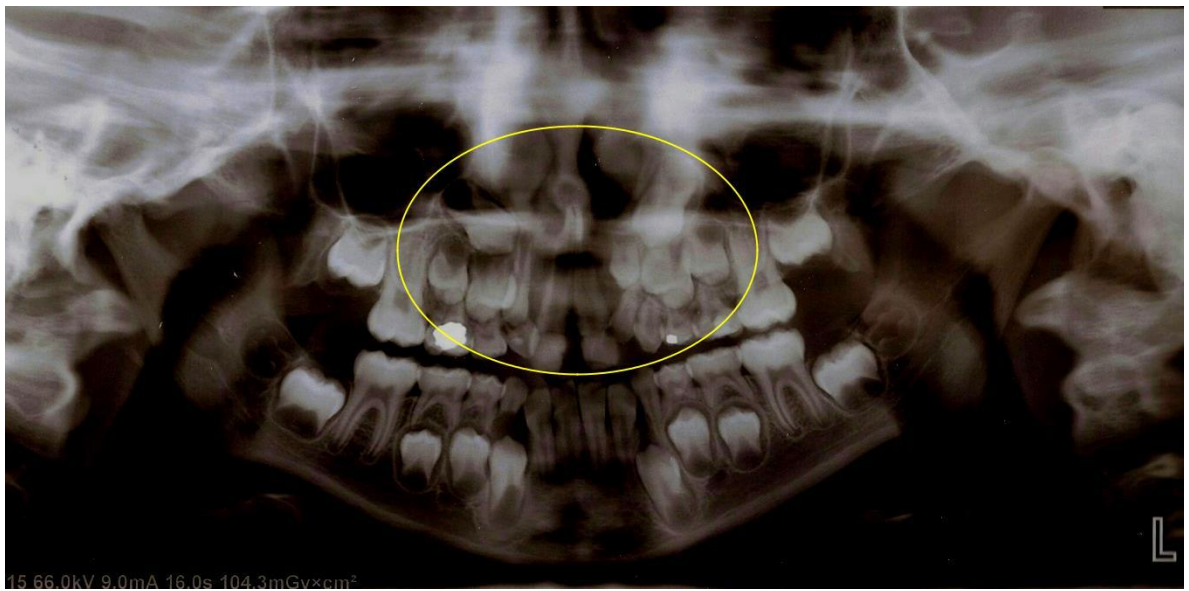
Ortopantomografía, marca zona del defecto óseo. Cortesía de CAILPH.
